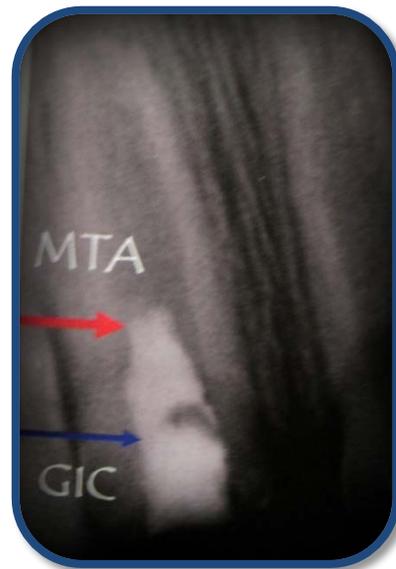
Radiografía después de la formación del coágulo con MTA.¹⁸³
